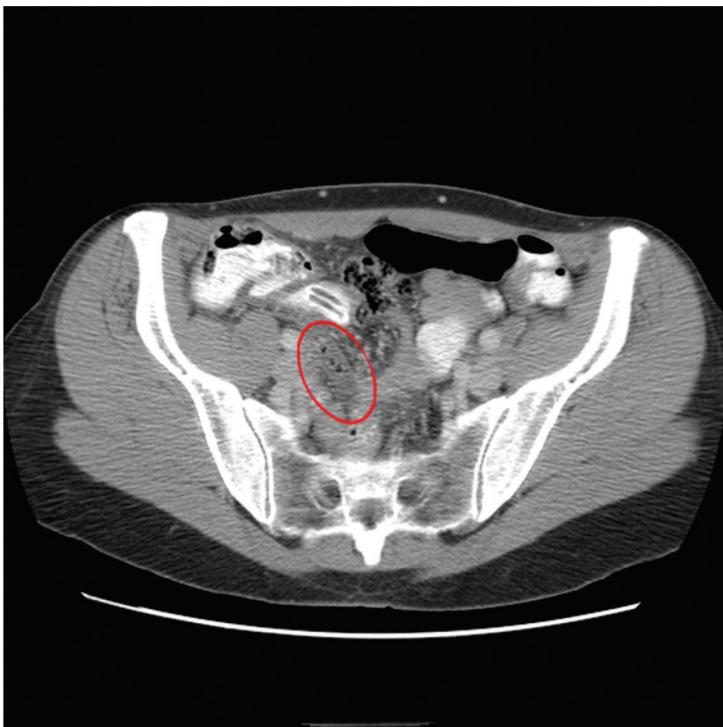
Apendicitis aguda en la tomografía computarizada con medio de contraste según se manifiesta por un apéndice dilatado e inflamado.
